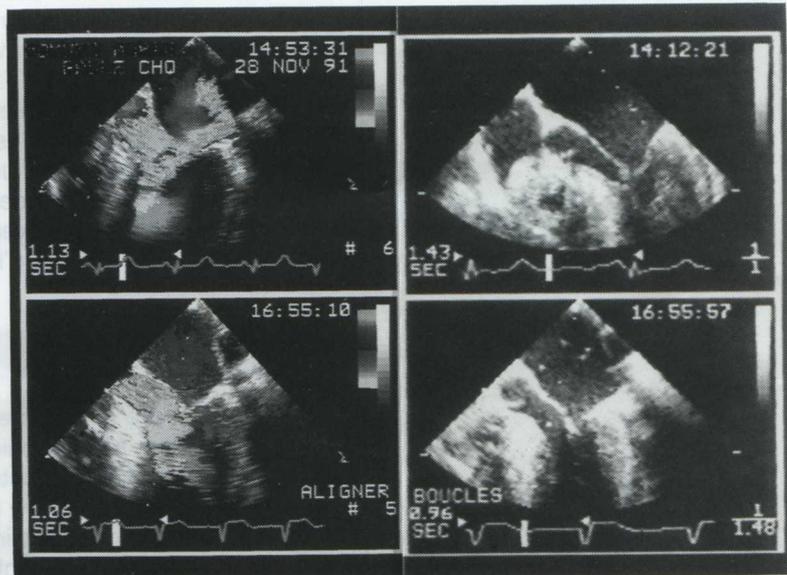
Données échocardiographiques obtenues avant (en haut) et après (en bas) l'intervention, lors de l'arrêt de la circulation extracorporelle. Disparition très nette de l'insuffisance mitrale (à gauche) et libération de la chambre de chasse ventriculaire gauche, avec disparition du SAM (à droite), après septomyectomie de Morrow.
